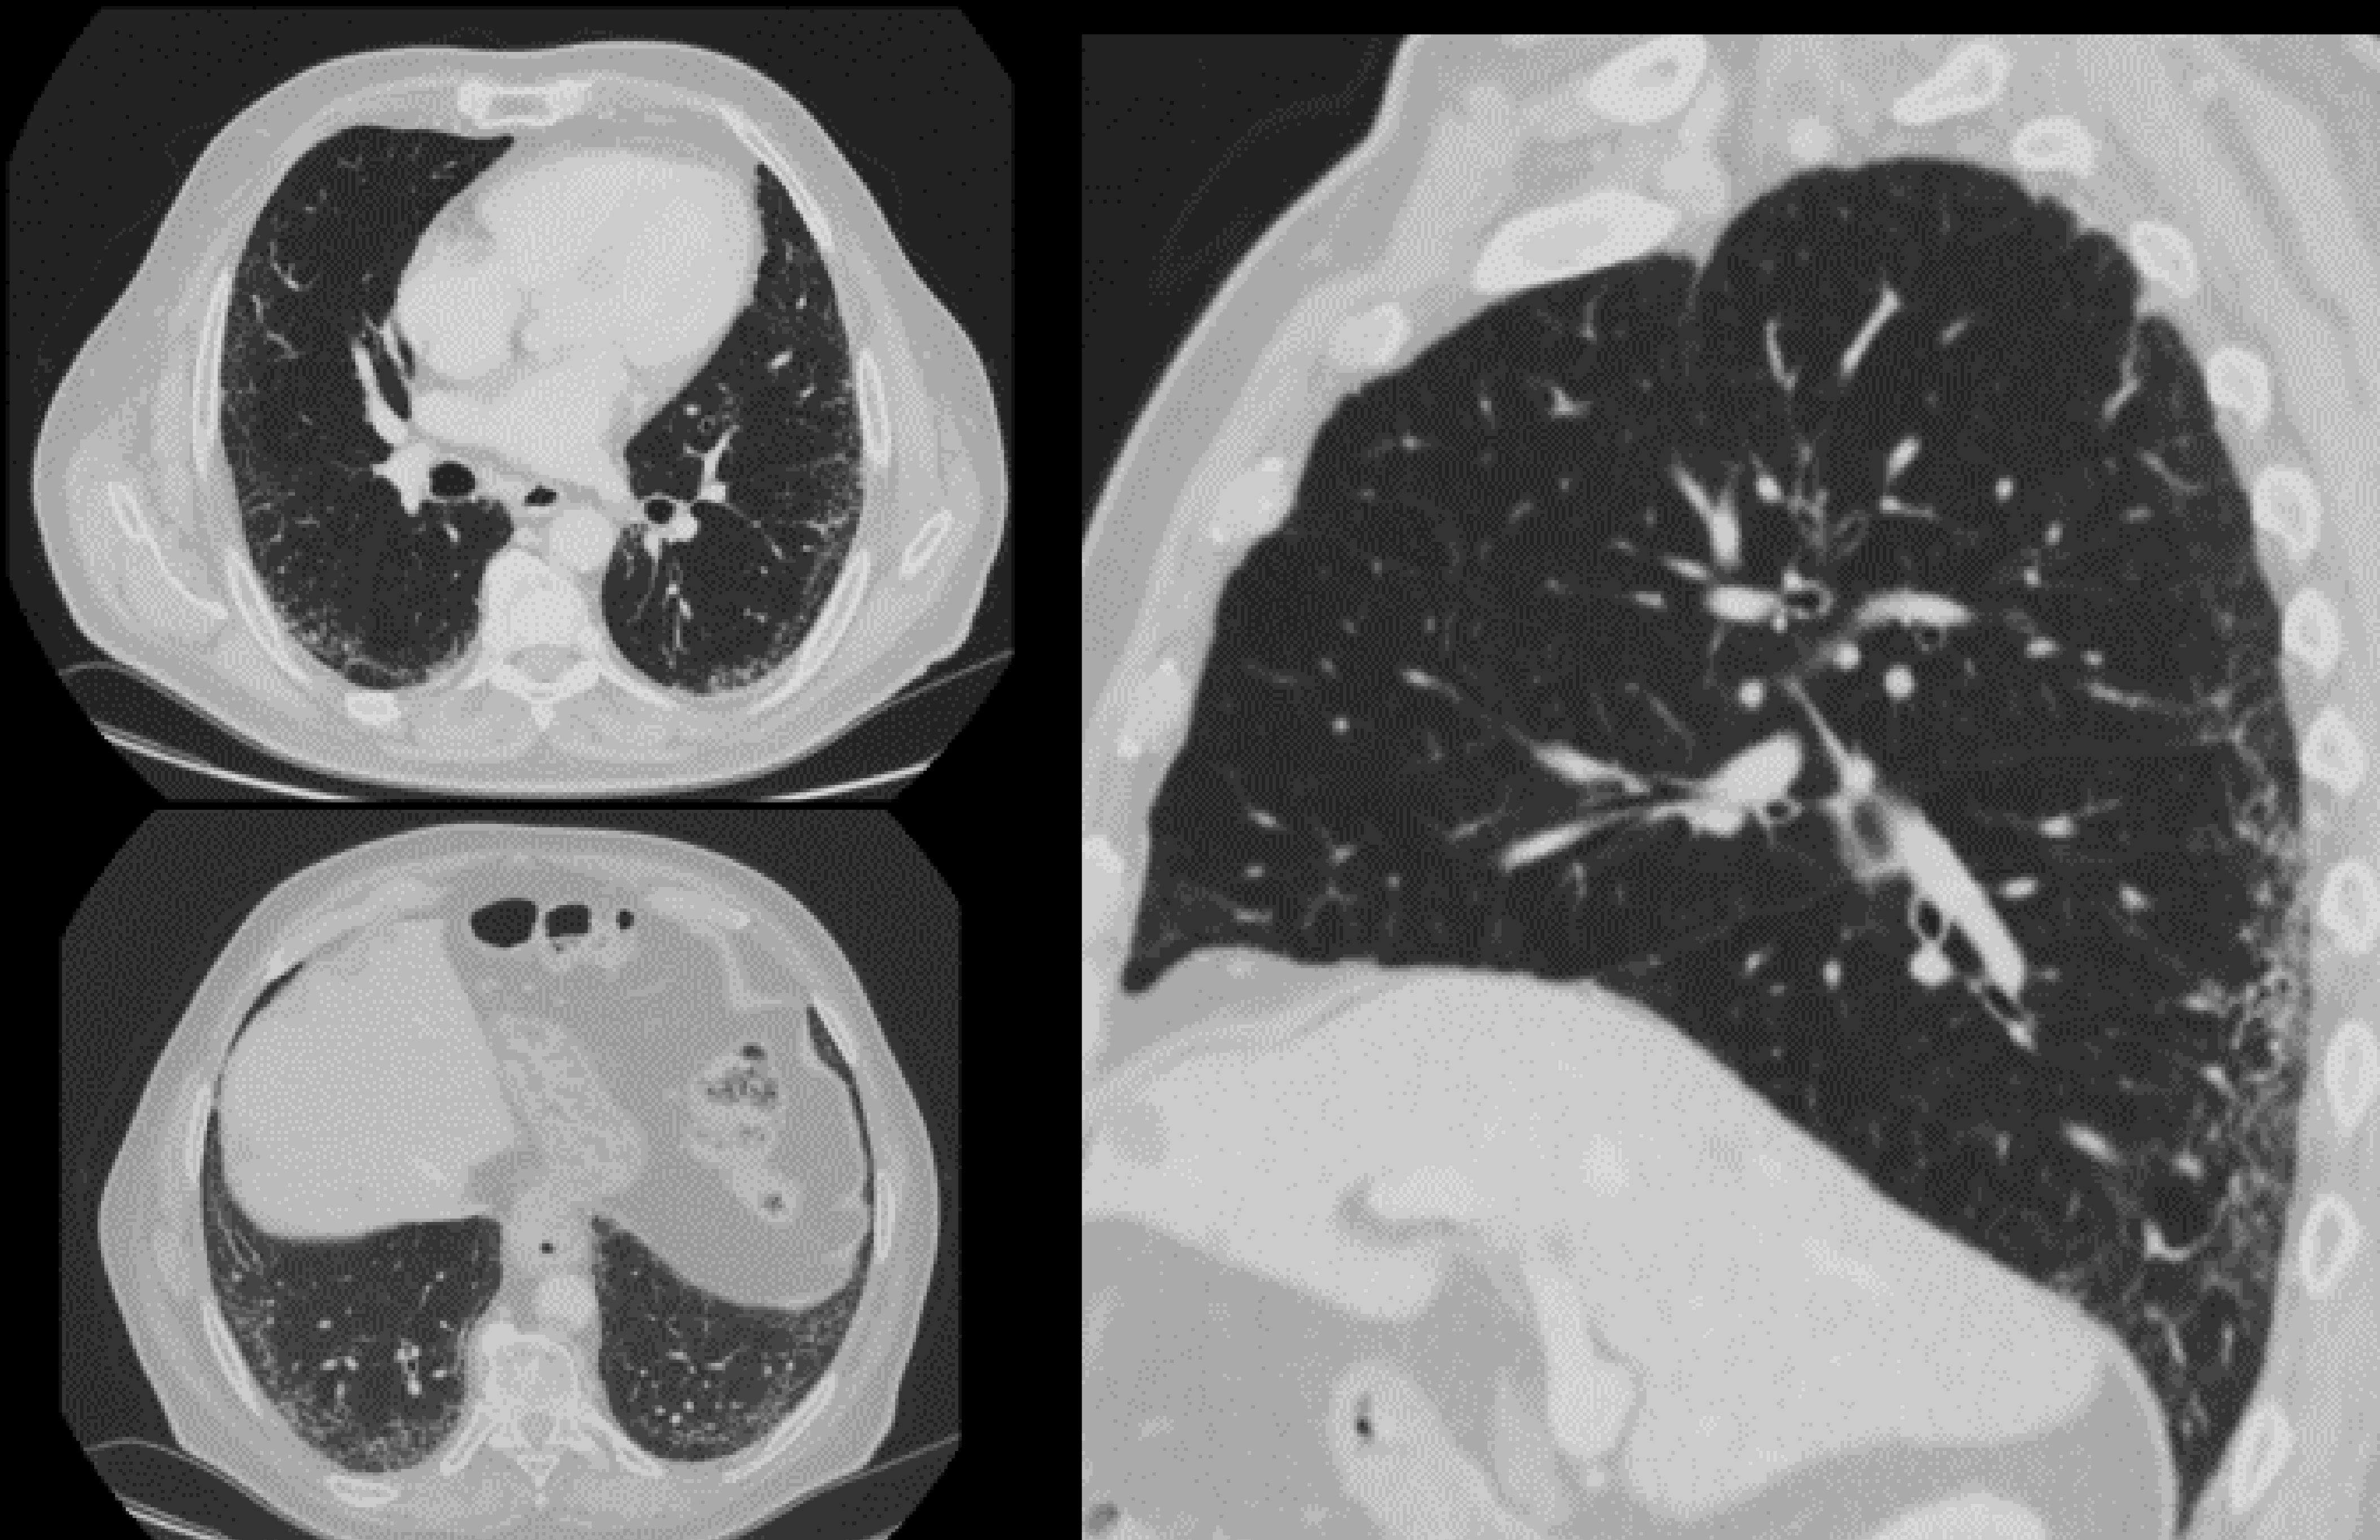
TC en plano axial y plano sagital. Leve reticulación bilateral de predominio basal y periférico con pequeñas bronquiolectasias por tracción. NIU POBRABLE
